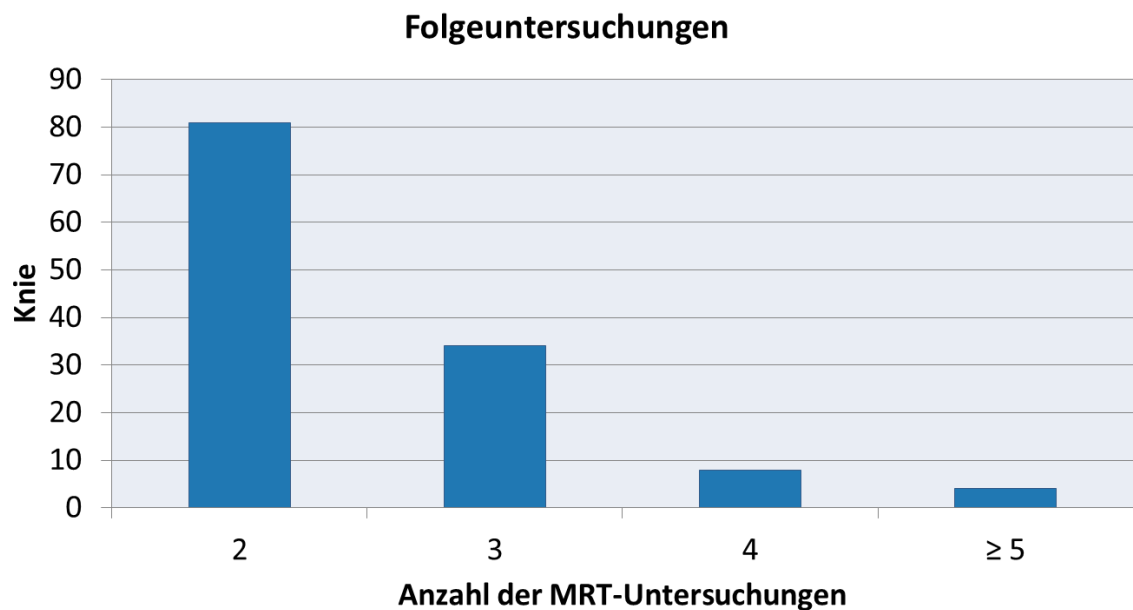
Anzahl der MRT-Untersuchungen pro Knie: Da bei mehreren Patientinnen/Patienten beide Kniegelenke untersucht wurden, werden an dieser Stelle die Untersuchungen pro Knie angegeben. In den meisten Fällen lagen nur zwei MRT-Aufnahmen vor. Nur in vier Fällen waren fünf oder mehr Untersuchungen durchgeführt worden. Für die SA-Bestimmung wurde allerdings nur eine MRT-Aufnahme pro Patientin/Patient verwendet (eigene Darstellung).
